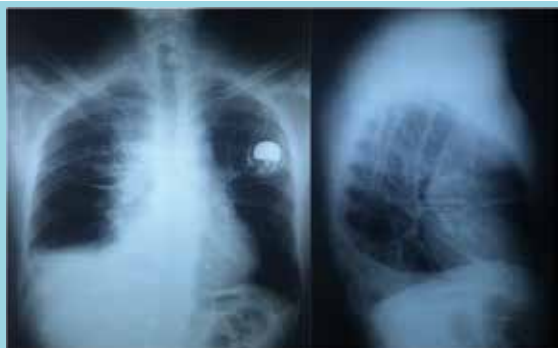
Radiografía anteroposterior y lateral de tórax, que muestra mediastino ancho de bordes difusos, atelectasia y derrame pleural derecho.
